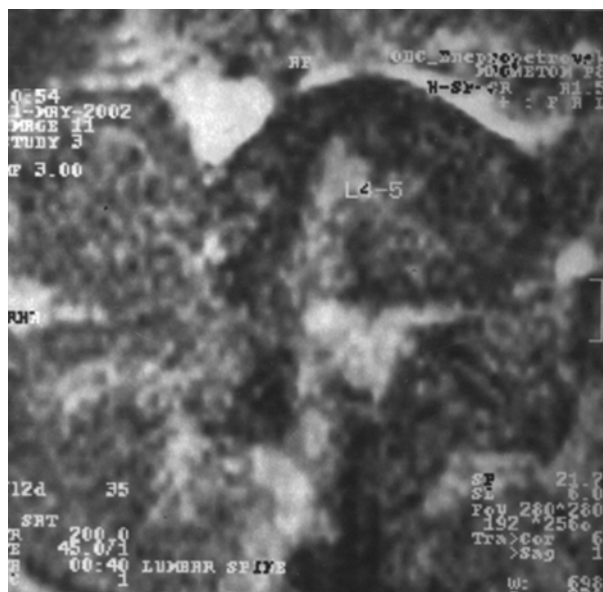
МР-томограмма (аксиальный срез) пояснично-крестцового отдела позвоночника той же больной спустя 2 мес после операции
